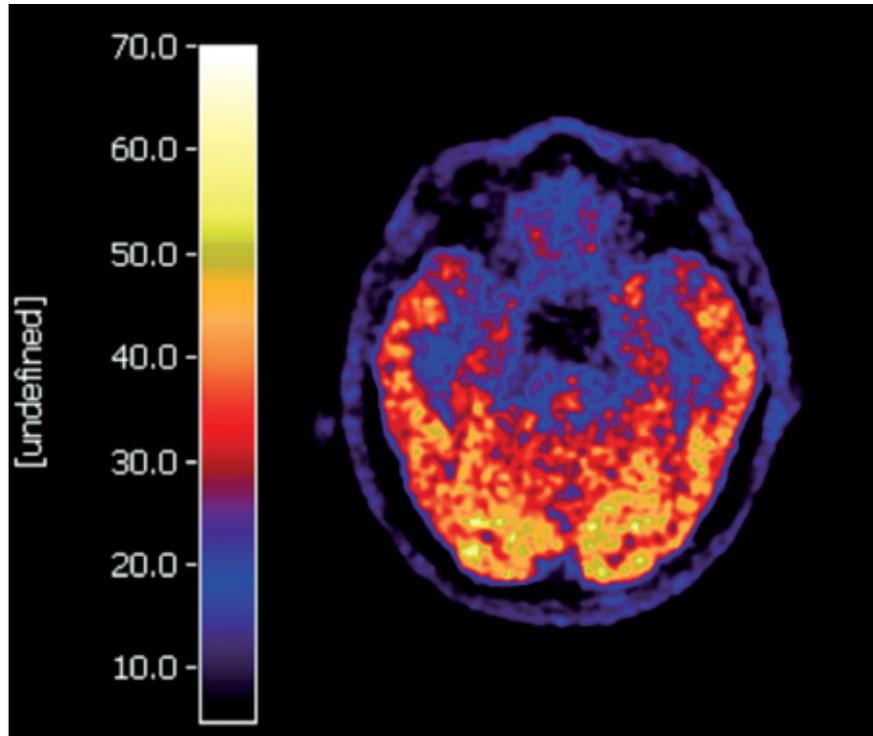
Stoffwechseländerungen eines Patienten mit psychogener retrograder Amnesie. Die mittels PET dargestellten hypometabolen Bereiche (d.h., Regionen, die einen reduzierten Zuckerstoffwechsel aufweisen) umfassen hier vorrangig den mittleren Schläfenlappen. Das Bild zeigt einen Horizontalschnitt. Die blauen Areale weisen einen reduzierten Metabolismus auf im Vergleich zu den weiter posterior gelegenen Regionen (orange-rot) mit normalen Stoffwechselraten. Wir danken Herrn Prof. Dr. Josef Kessler, Klinik für Neurologie, Universität zu Köln, für die Überlassung der Abbildung.
